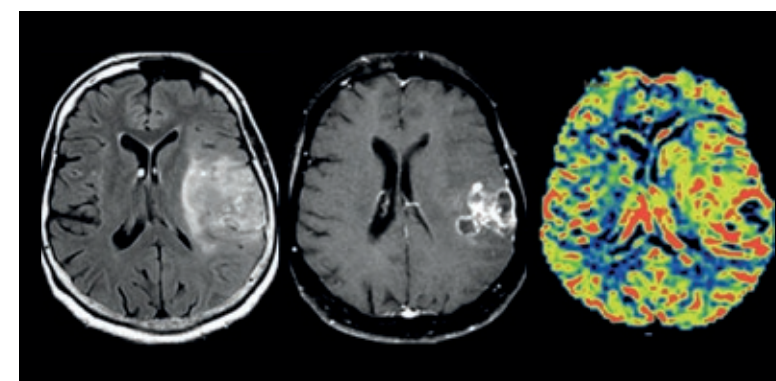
Glioblastoma. Imagens axiais FLAIR (A), T1 pós-Gd (B) e mapa de perfusão rCBV (C). Lesão expansiva frontoparietal esquerda com impregnação heterogênea delimitando áreas de necrose. Percebam que a área de aumento da perfusão tissular (C) se entende muito além dos limites da impregnação anômala, até mesmo além dos limites da alteração de sinal na sequência FLAIR, envolvendo a cabeça do núcleo caudado e a porção anterior do putame.
